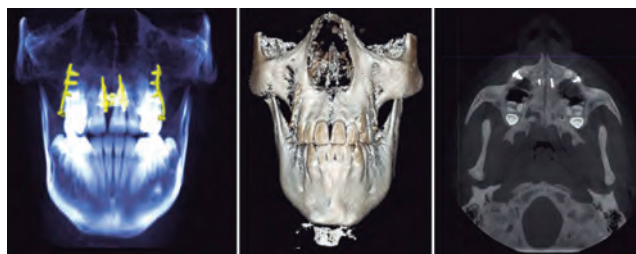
Cone beam postexpansión.
